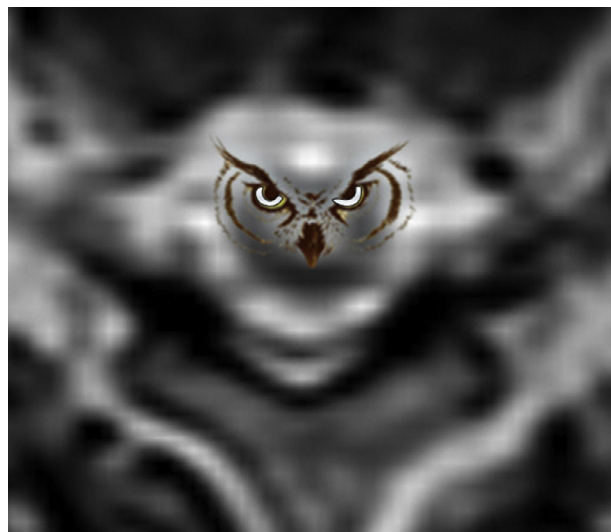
Resonancia magnética, en corte axial, con secuencia ponderada en T2, donde se representan los ojos de lechuza que conforman el signo.
